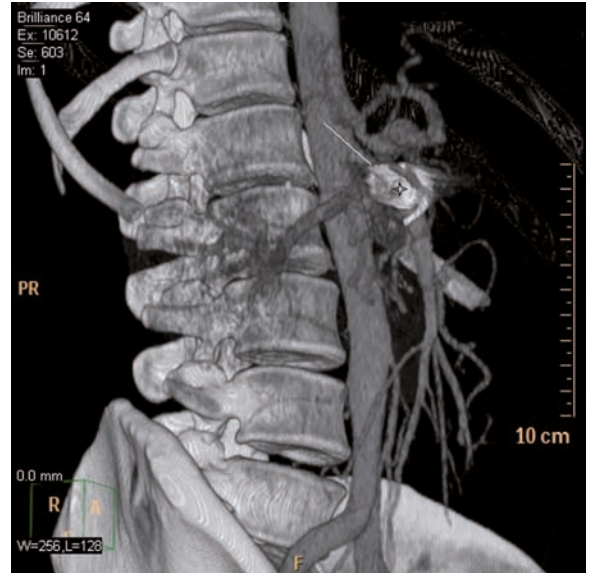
Reconstrucción volumétrica que evidencia la oclusión completa del saco aneurismático y la estenosis severa del TC.
